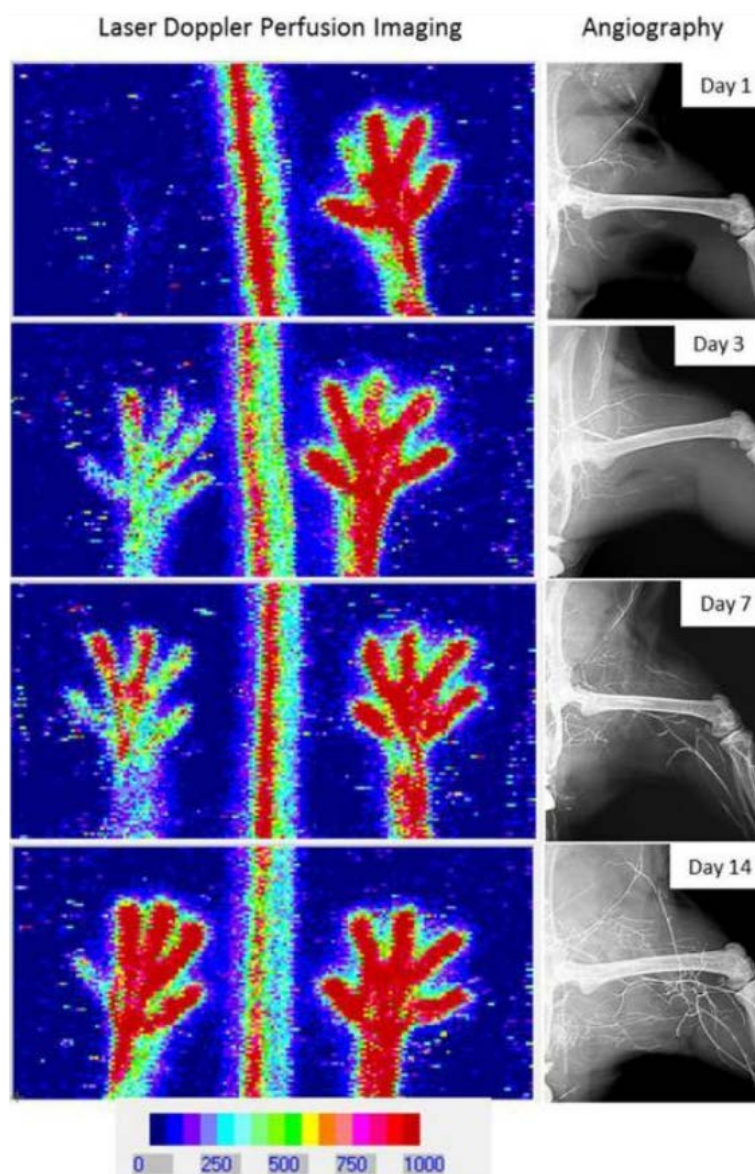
Лазерная доплеровская перфузионная визуализация и ангиография кровотока. Анализ восстановления кровотока во времени с помощью лазерной доплеровской перфузионной визуализации (левые панели) и ангиографии (правые панели) [98]
